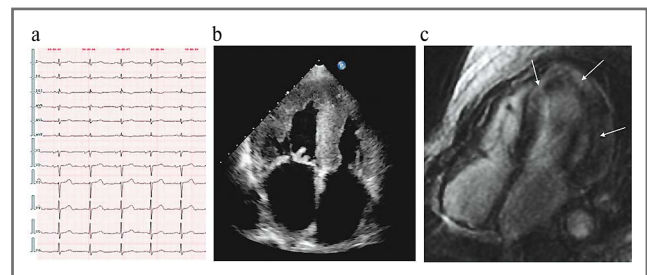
а – ЭКГ; б – ЭхоКГ; в – МРТ сердца (отсроченное контрастирование, IR-последовательность с подавлением сигнала от миокарда).
